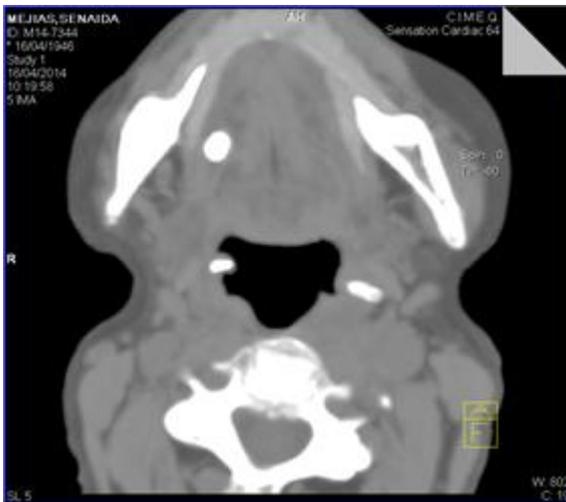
Tomografía computarizada donde se muestra apófisis estiloides elongada derecha.
